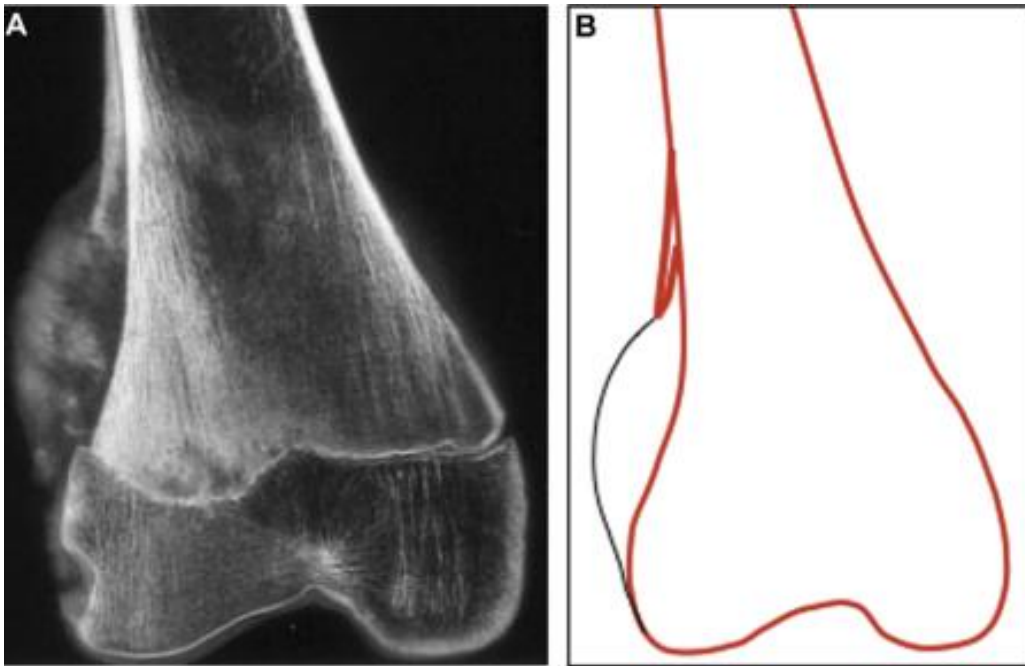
A. Aspect de réaction périostée sur des radiographies standards
